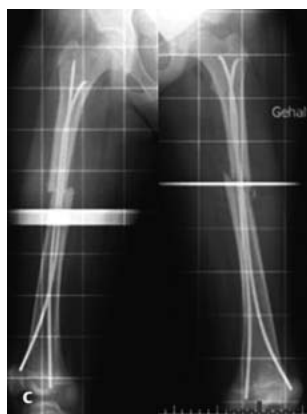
Röntgen vor Revision.
